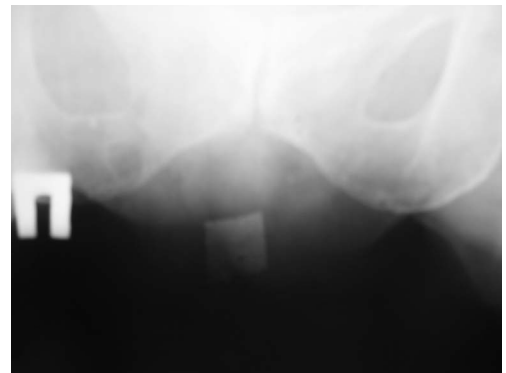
Обзорная рентгенограмма малого таза через 6 лет после операции (2006 год)
